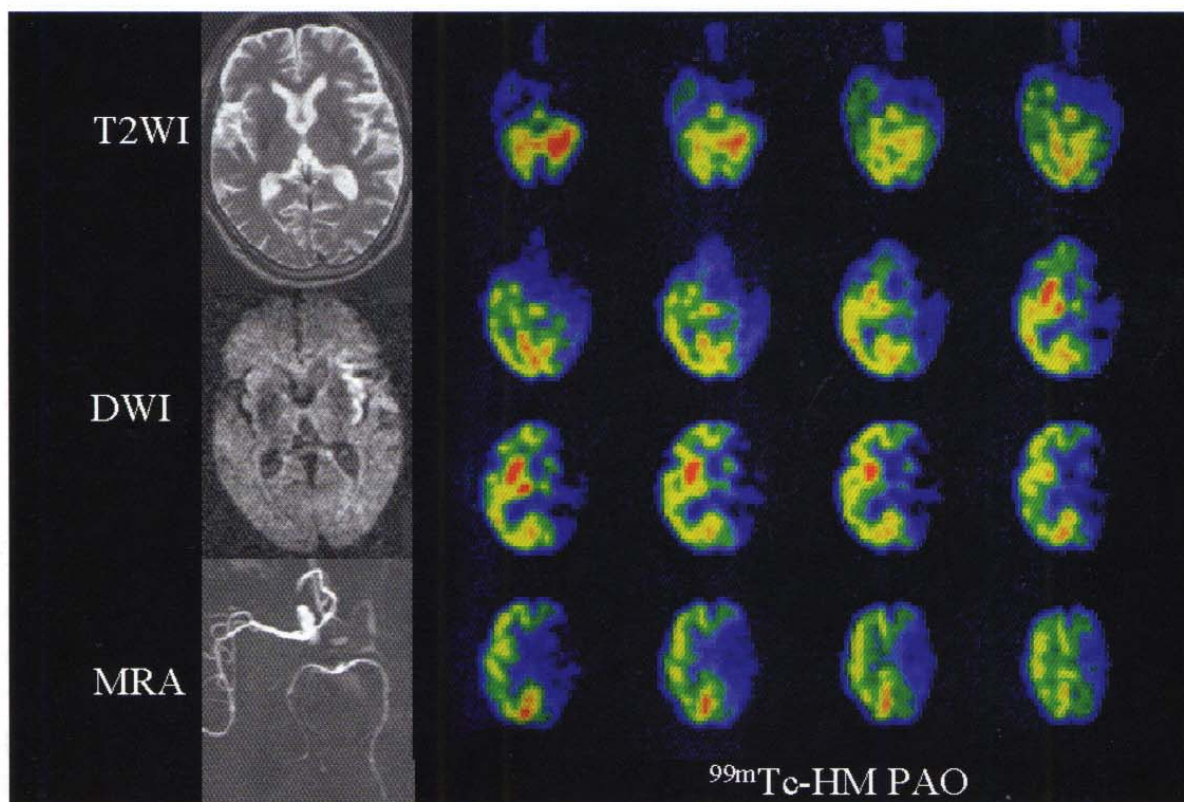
70才男。左内頸動脈塞栓性閉塞。発症2時間目の脳血流SPECTおよびMR T₂強調画像 (T₂WI)、拡散強調画像 (DWI)、MR angiography (MRA)。
